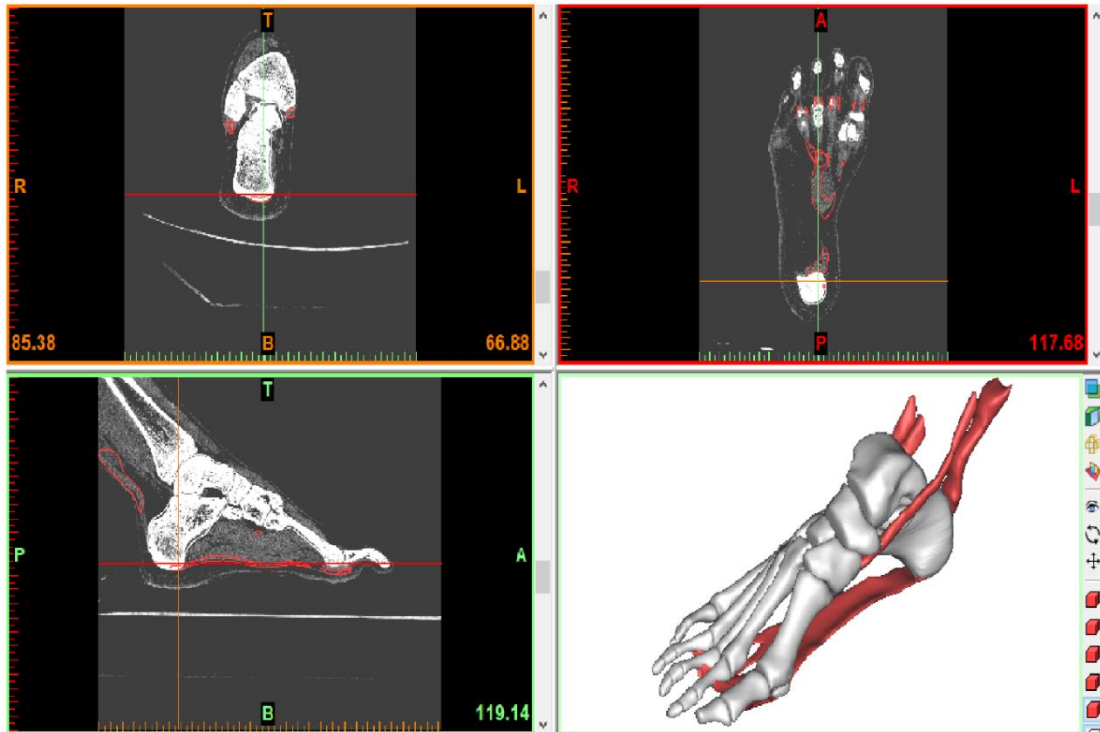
(Arriba) Reconstrucción del modelo en 3D a partir de imágenes de resonancia magnética en MIMICS V. 10. Se detallan en las imágenes de resonancia la segmentación del tejido blando que permitió la reconstrucción de la FP, el TTP, el TA, y los tendones peroneos. – (Abajo) Reconstrucción de los componentes trabecular y cortical del hueso.
